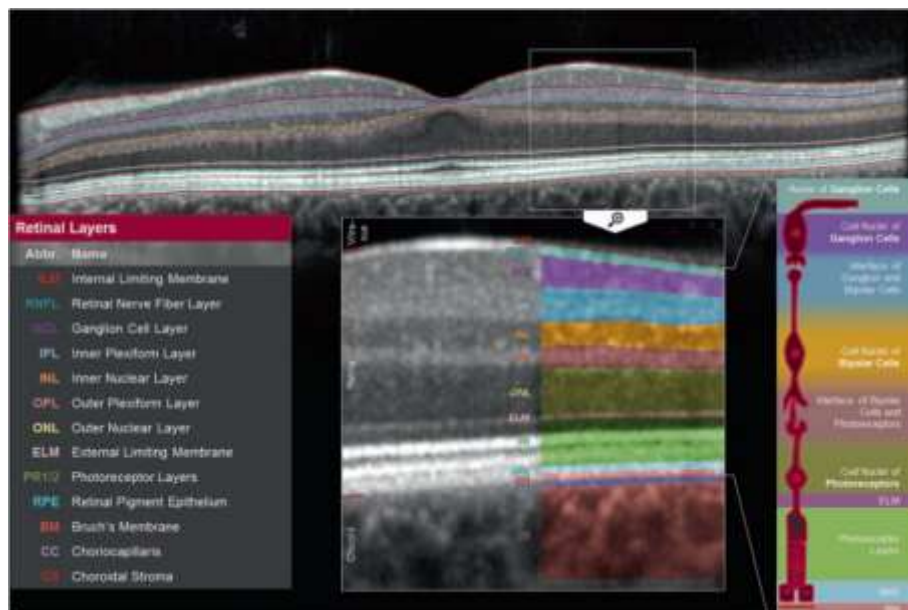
Scansione OCT parafoveale che mostra i vari strati retinici (da Aumann et al., *Optical Coherence Tomography (OCT): Principle and Technical Realization*⁶⁴)
